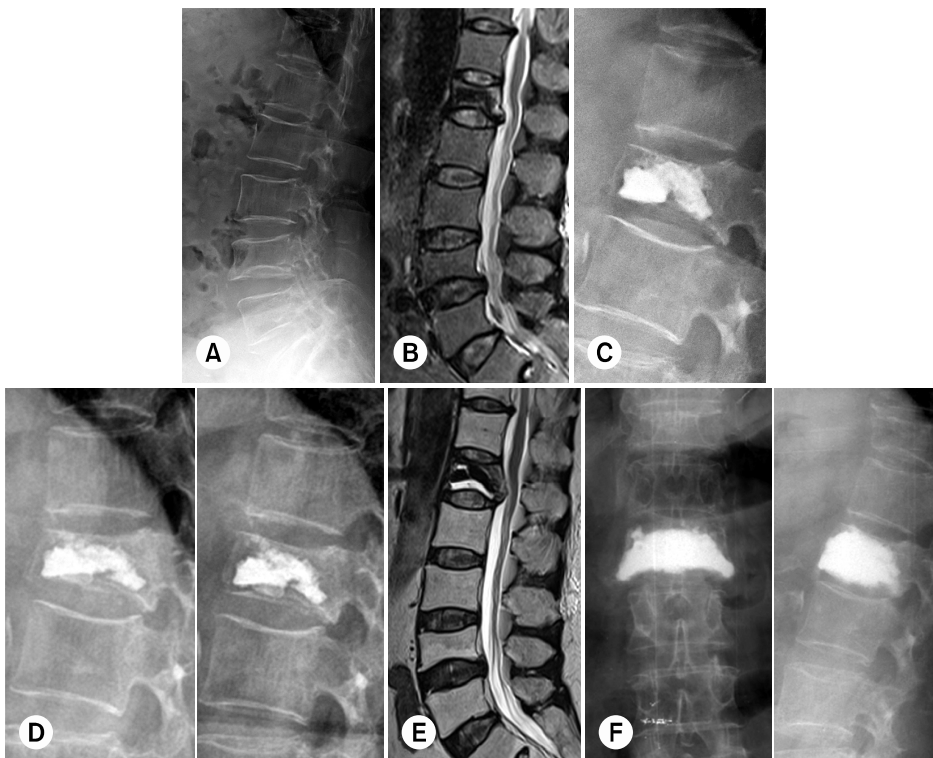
A 65-year-old female with lumbar vertebra (L1) osteoporotic vertebral compression fracture (dual energy x-ray absorptiometry T-score: -4.4). (A) Initial lateral radiograph. (B) Sagittal thoracic vertebra (T2)-weighted magnetic resonance imaging (MRI) shows intervertebral cleft (osteonecrosis). (C) Immediately postoperative lateral radiograph. (D) At 6 weeks after vertebroplasty, lateral dynamic radiograph (flexion and extension) shows recompression with resorption of the inferior portion of the vertebral body. (E) Postoperative sagittal T2-weighted MRI shows fluid collection around cement. (F) Postoperative (2nd vertebroplasty) radiograph.
